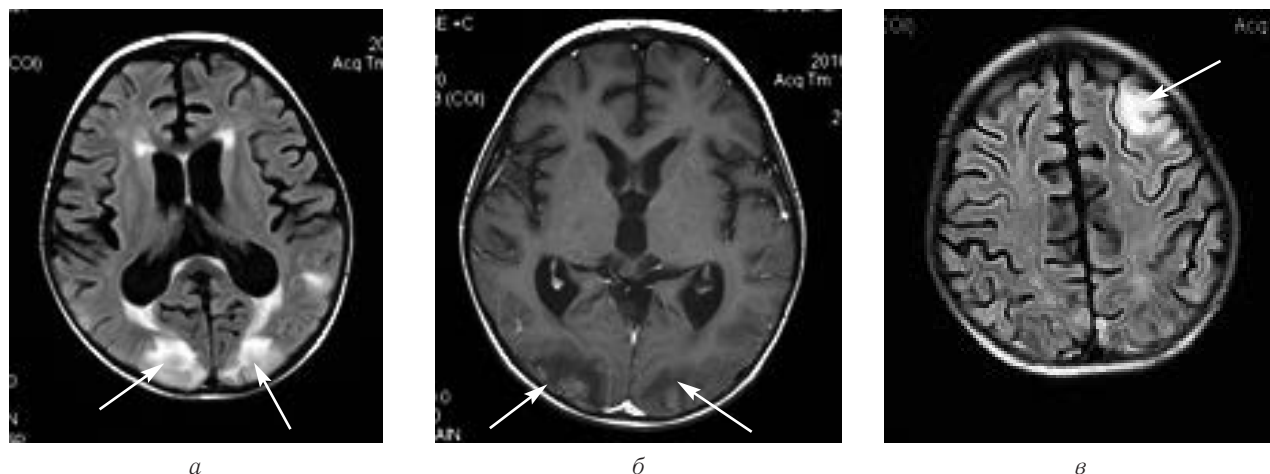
Пациент Н. А., 6 лет. Ранняя нейротоксическая реакция: синдром задней возвратной энцефалопатии (собственное наблюдение): а — FLAIR; б — T1-ВИ; в — постконтрастное МР-изображение. Изменения сигнала указаны стрелками. Основное заболевание — ОЛЛ, 3 месяца после гаплоидентичной трансплантации костного мозга. В связи с развитием хронической реакции «трансплантат против хозяина» больной получал циклоспорин. На фоне терапии развились синдром некупируемой артериальной гипертензии (200/120 мм рт. ст.) и фокальные судороги мимической мускулатуры. В неврологическом статусе — выраженные головные боли, угнетение сознания до 8 баллов по Шкале Комы Глазго. В ЦСЖ: цитоз — 5/3, белок — 0,15 г/л. Концентрация циклоспорина не превысила терапевтическую норму.
